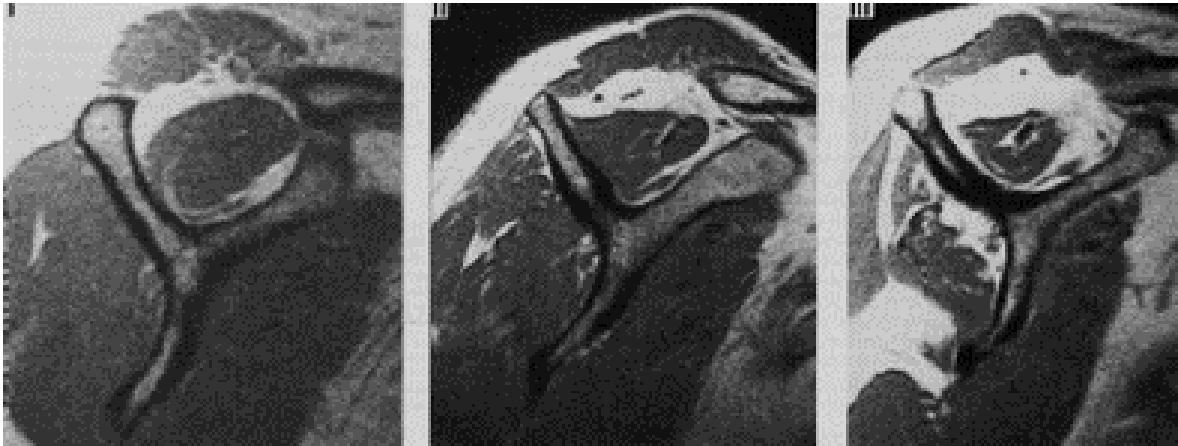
Imágenes de RM en plano sagital que muestran distintos grados de atrofia muscular del supraespinoso.
